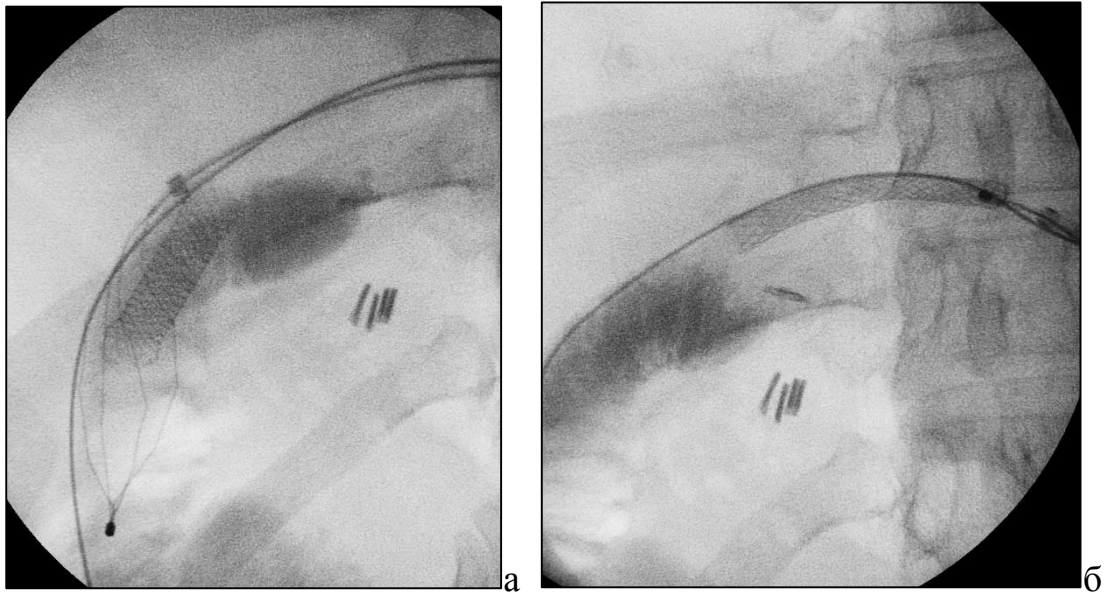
Рентгенограммы извлечения стента с помощью корзинки Dormia
